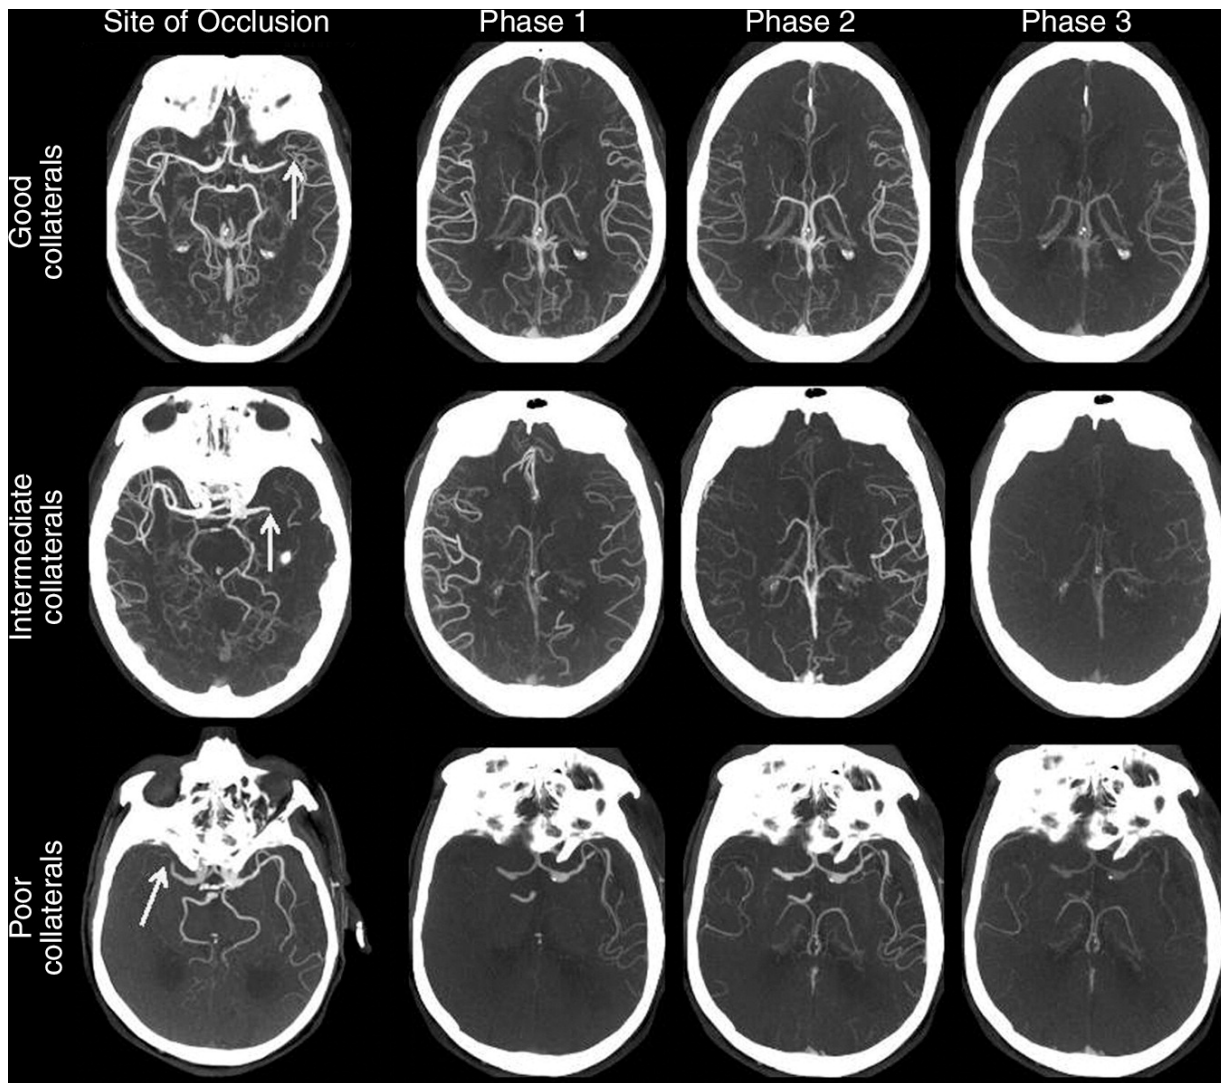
Multiphase CT angiography images. Top row: Images in a patient with a left M1 MCAmiddle cerebral artery occlusion (arrow) and good collaterals (backfilling arteries). Middle row: Images in a patient with a left M1 MCAmiddle cerebral artery occlusion (arrow) and intermediate collaterals. Bottom row: Images in a patient with a right M1 MCAmiddle cerebral artery occlusion (arrow) and poor collaterals (minimal backfilling arteries).
